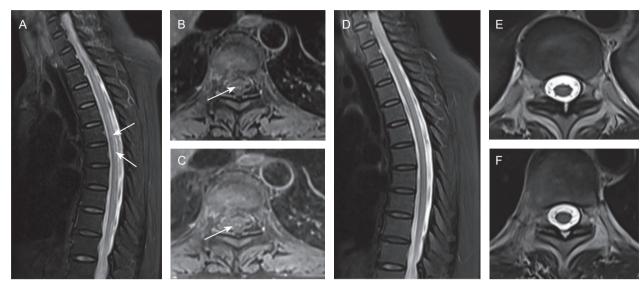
治疗前后 MRI 图像 (A-C) 分别为胸髓矢状面及横断面 T2WI, 示胸髓背侧长条状 T2WI 高信号, 横断位后索呈典型倒 V 征; (D-F) 为治疗后复查的胸椎 MRI, 异常信号基本消失。
